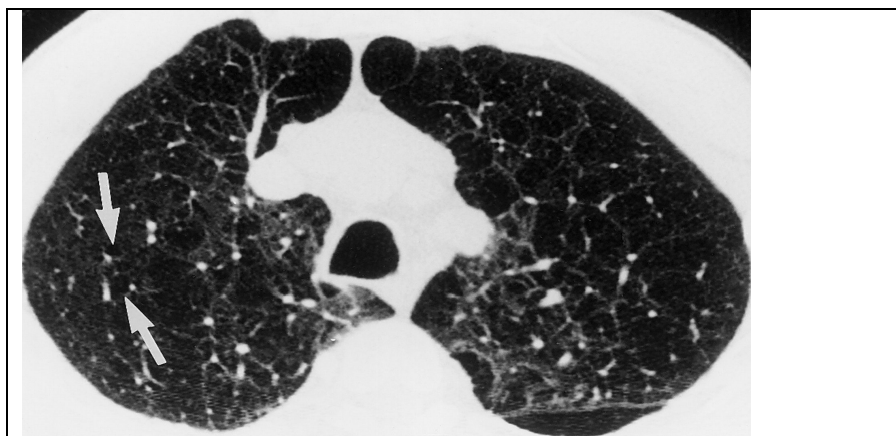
КТ легких у больного (ликвидатора) ХОБЛ.
